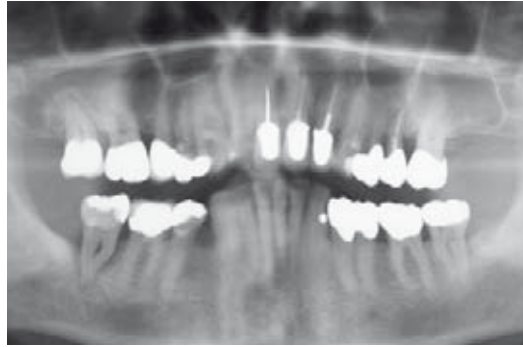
Das Röntgenkontrollbild zur Befundaufnahme zeigt neben insuffizienten Wurzelfüllungen und überstehenden Kronenrändern auch eine ausgeprägte Parodontitis marginalis im Molarenbereich.
